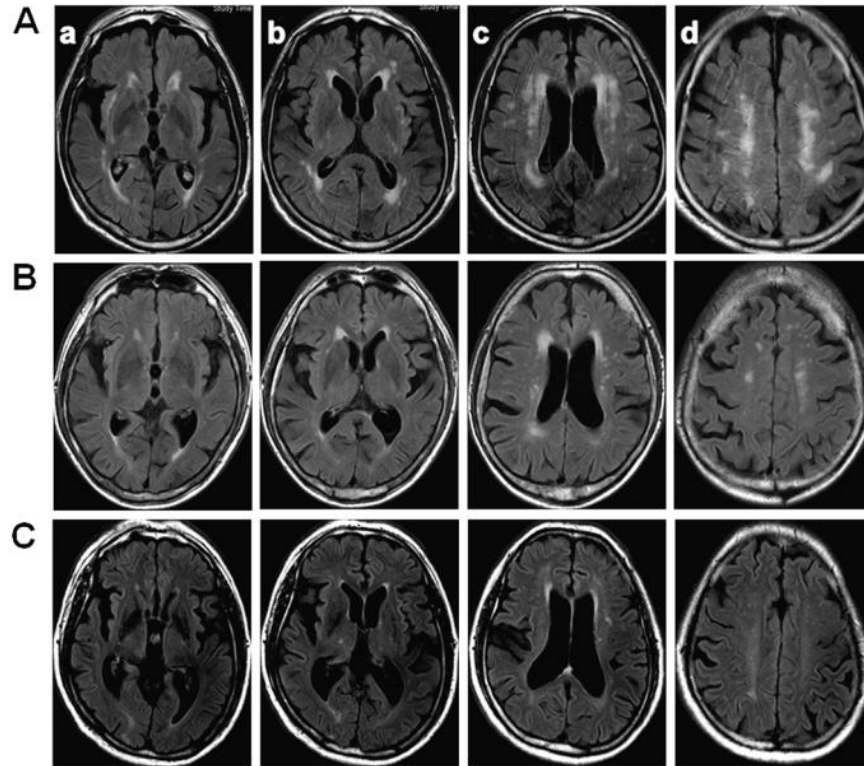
Fazekas skorlamasının MRG görüntüleri (86)
